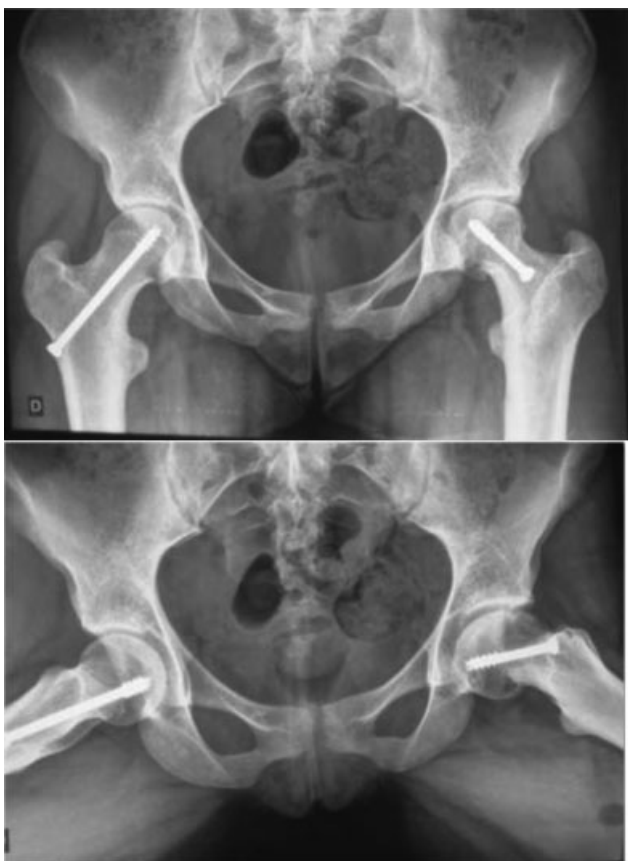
Radiografia em incidência anteroposterior (acima) e de perfil de Lauenstein (abaixo) de bacia no pós-operatório evidenciando a correção da deformidade.
